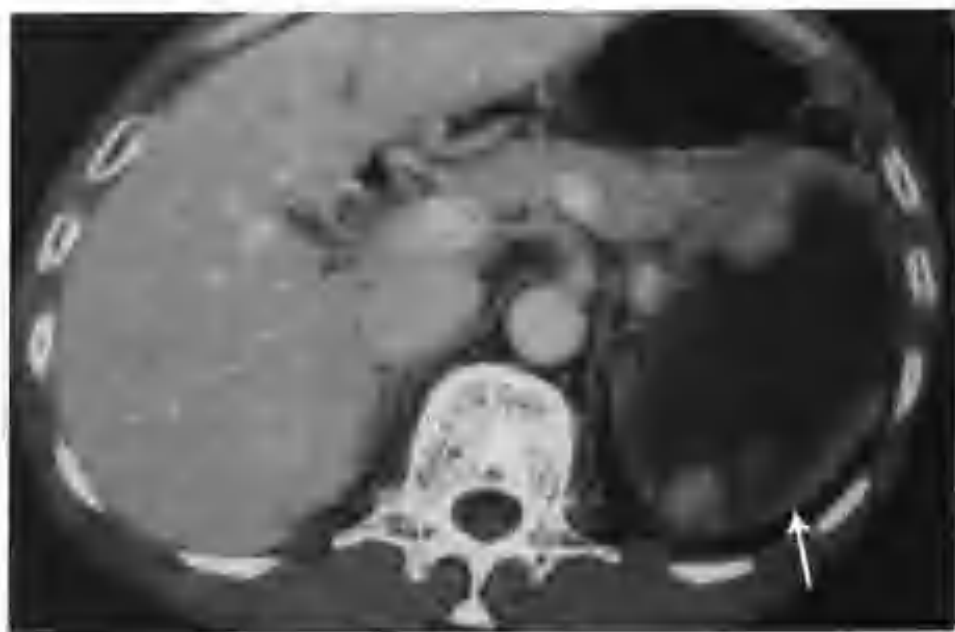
与图 2-1-391 为同一病例，肾实质期壁结节强化减低，CT 值 93HU ，箭头示肾癌
